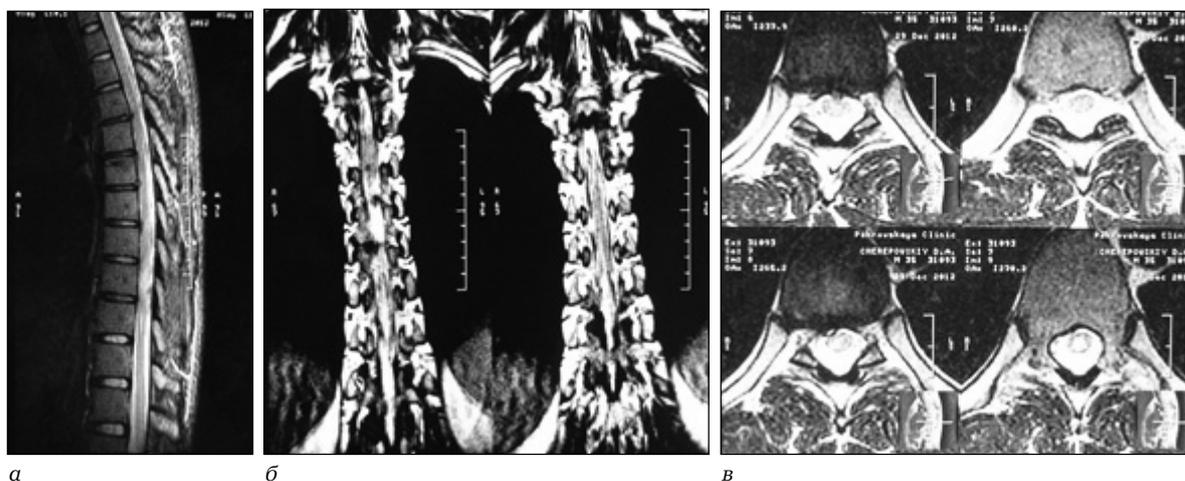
МРТ грудного отдела больного Д, 35 лет (объяснения в тексте); Т2-ВИ: а — сагиттальная проекция; б — корональная проекция; в — аксиальная проекция
